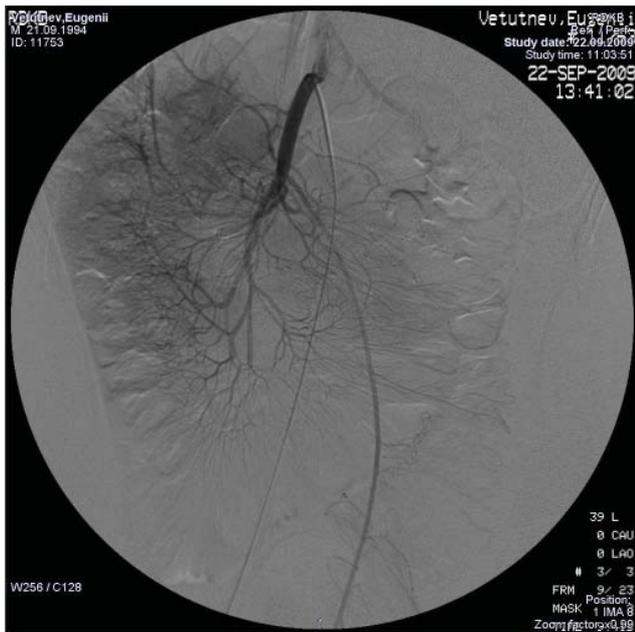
Больной В., 15 лет. Ангиограмма нижней брыжеечной артерии. Ангиоархитектоника бассейна нижней брыжеечной артерии нарушена. Нижняя брыжеечная вена не определяется. Перемещенный (нисходящий отдел) толстой кишки кровоснабжается из средней толстокишечной артерии, которая представлена одним стволом на всем протяжении (аркады не визуализируются). В капиллярную фазу кровотока в проекции перемещенной толстой кишки отмечается снижение накопления рентгеноконтрастного средства по сравнению с остальными отделами кишки. Венозный отток не затруднен, нижняя брыжеечная вена контрастируется хорошо.
